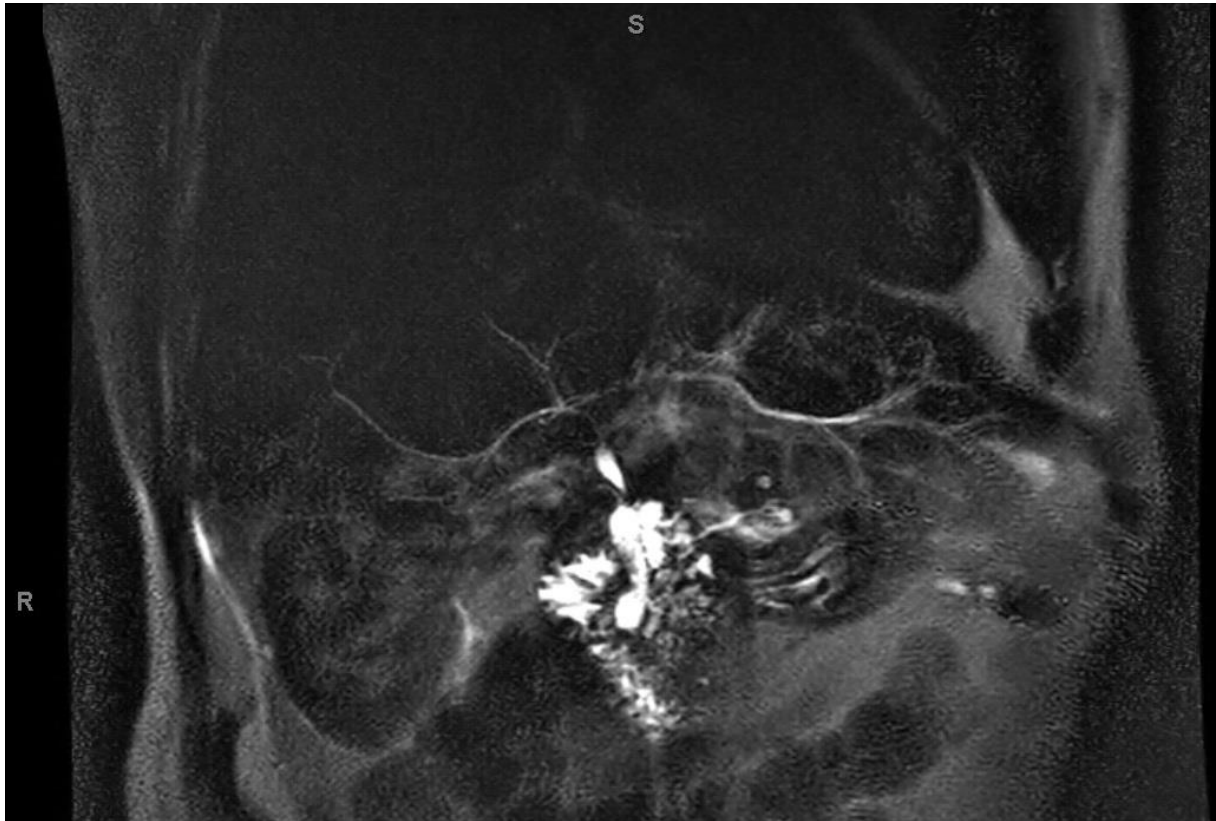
sténose de l'anastomose biliodigestive en cholango-IRM
